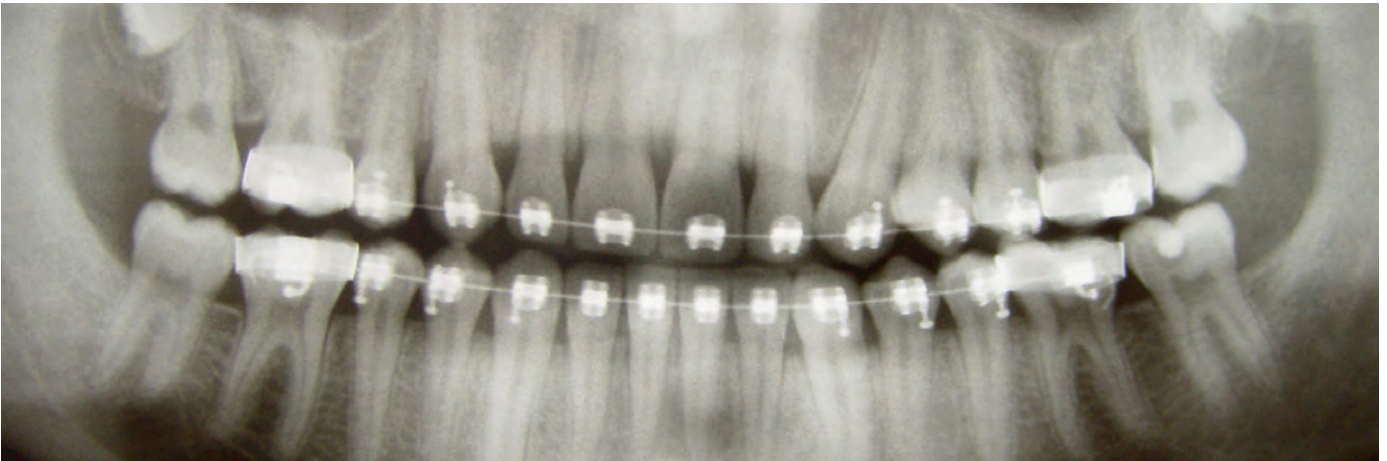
Radiografia panorâmica – controle pós-operatório de 3 anos.
